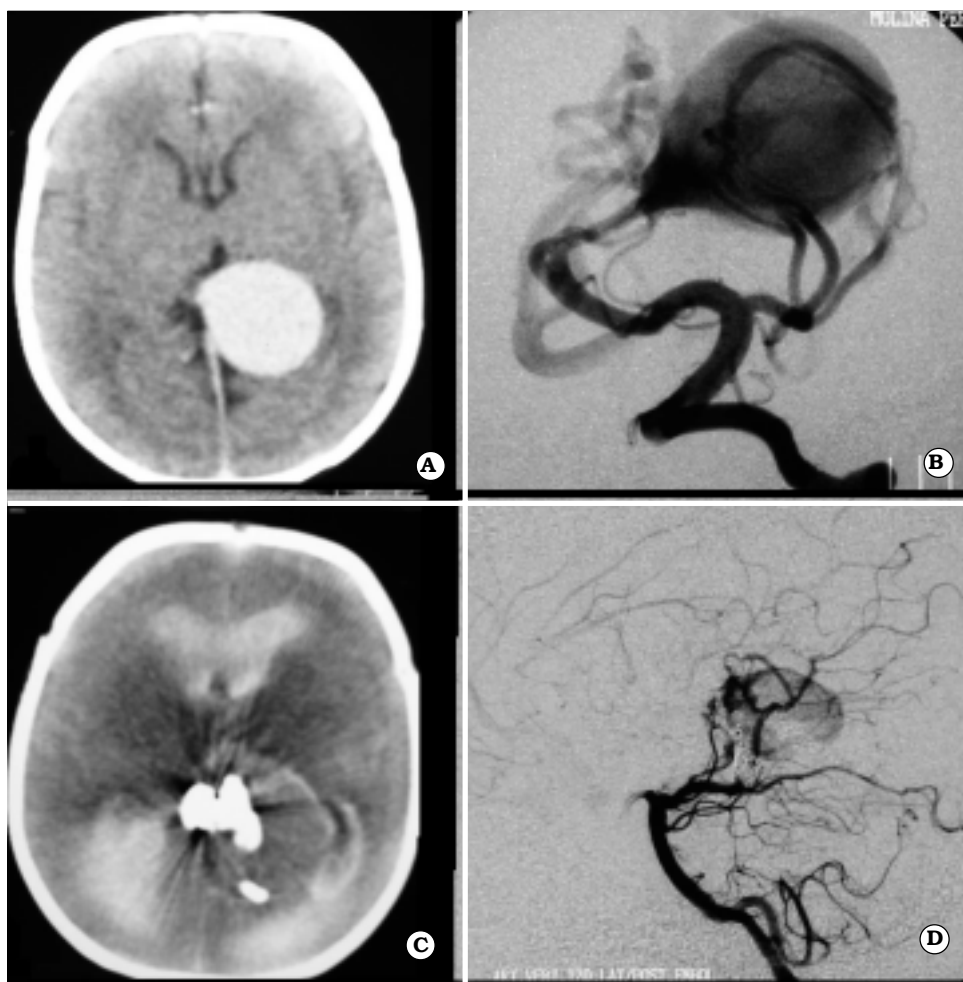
MAVG mural. A. TAC inicial. B. Angiografía digital frente. C. TAC control 48 hs postembolización mostrando hemorragia intraventricular. D. Angiografía digital control post tercera embolización, perfil.
